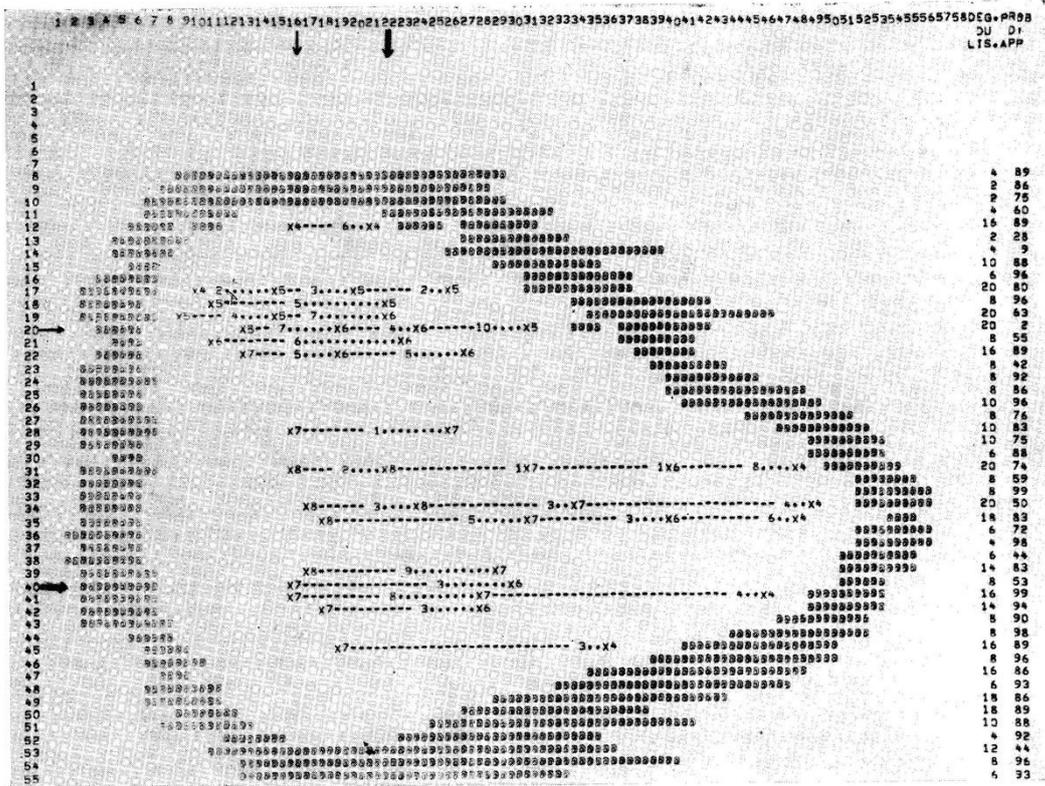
Mise en évidence des "creux" après lissage ligne à ligne des valeurs mesurées de la scintigraphie du fantôme de foie. Les flèches indiquent la position des rondelles de plomb. Les numéros des lignes et des colonnes sont indiqués sur le côté gauche et au dessus. Sur le côté droit apparaissent la probabilité maximale obtenue (exprimée en pourcentage) et le degré du polynôme correspondant. Les contours intérieurs et extérieurs correspondent à 35% et 10% de la valeur mesurée maximale. Les signes et symboles relatifs au "creux" sont précisés dans le texte.
